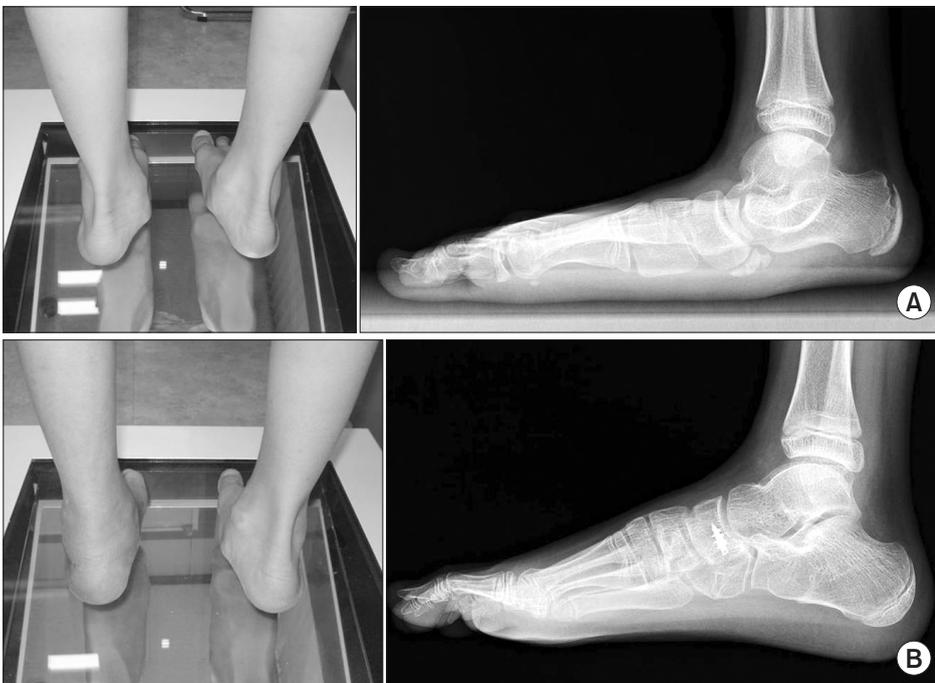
Clinical photograph and lateral radiograph of the foot taken preoperatively (A) and after triple C osteotomy (B) show improvement of the foot alignment.
